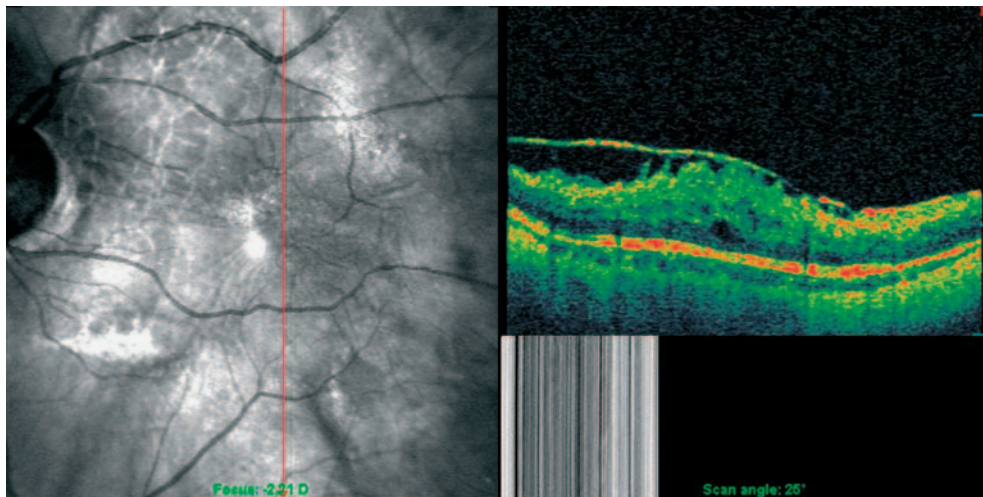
Imagerie par tomographie à cohérence optique-ophtalmoscopie confocale à balayage (OCT-SLO) d'un plissement maculaire montrant l'image de SLO en échelle de gris (à gauche) et l'image d'OCT en couleurs (à droite). La membrane prémaculaire induit une contraction vers l'intérieur provoquant l'apparition de plis de la rétine sous-jacente (© VMR Institute, 2007).
